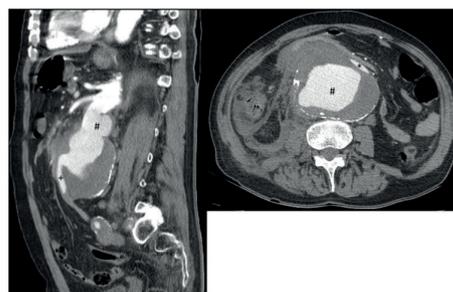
Angio-TAC pós-operatória: exclusão de falso aneurisma (#) com prótese AUI Endurant II (*) e permeabilidade de tronco celíaco (+) e AMS com stent coberto (1).
